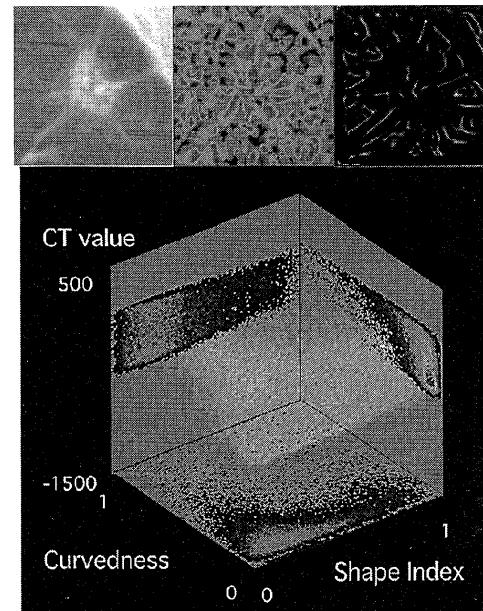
悪性—CT値, shape index, curvednessによる解析一。
